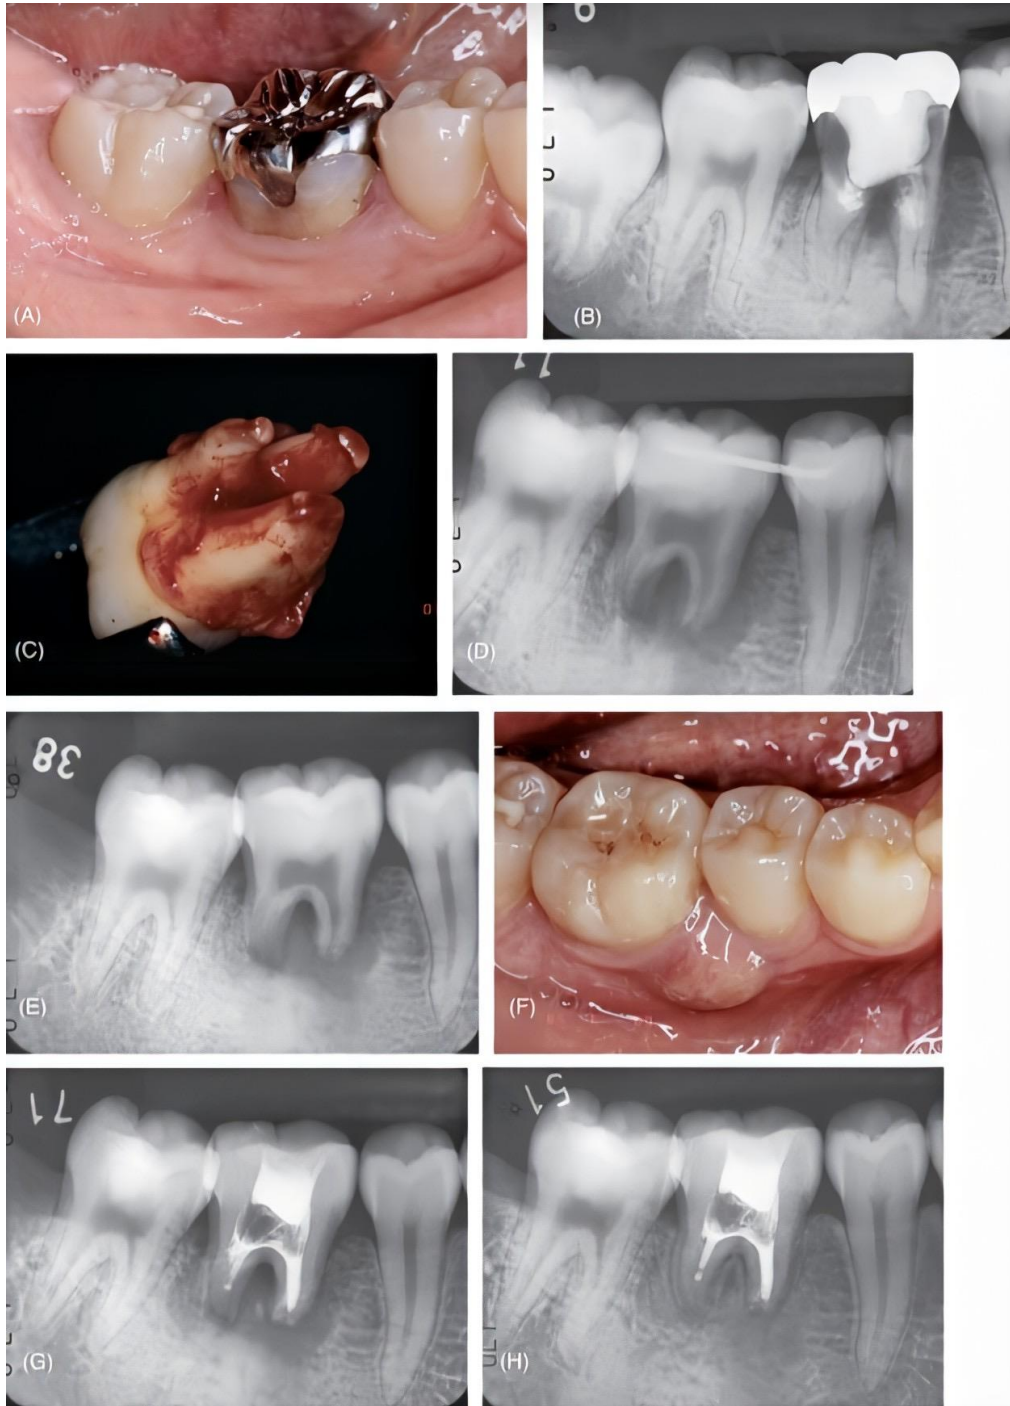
20: Apexificación en el trasplante con ápices abiertos sin cicatrización pulpar. A) Vista clínica del primer molar inferior derecho irrecuperable de paciente femenino de 18 años. B) Radiografía que muestra rotura extensa del diente y hueso adyacente. Se planificó el trasplante del tercer molar. C) El diente donante extraído. Nótese que se observa la vaina epitelial de Hertwig en cada vértice. D) Inmediata después del trasplante. E) Radiografía 2 meses después. La curación tardía del hueso alrededor del diente trasplantado sugiere necrosis pulpar. F) Cuadro clínico 2 meses después. El absceso gingival es una evidencia definitiva de necrosis pulpar del trasplante. G) Radiografía posterior al tratamiento endodóntico. Los conductos se llenan con Ca (OH) 2 radiopaco para desinfección y apexificación. H) Radiografía 11 meses después. Es evidente la cicatrización ósea y el cierre apical con tejido duro. I) Cuadro clínico en este momento (h) que muestra encía sana sin evidencia de absceso gingival. (5)
